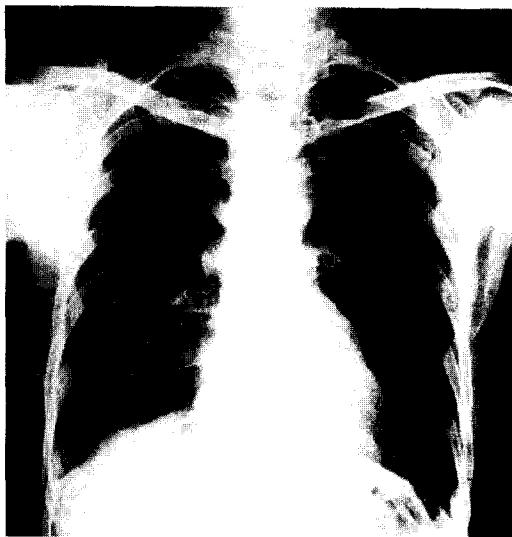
Simple chest X-ray
